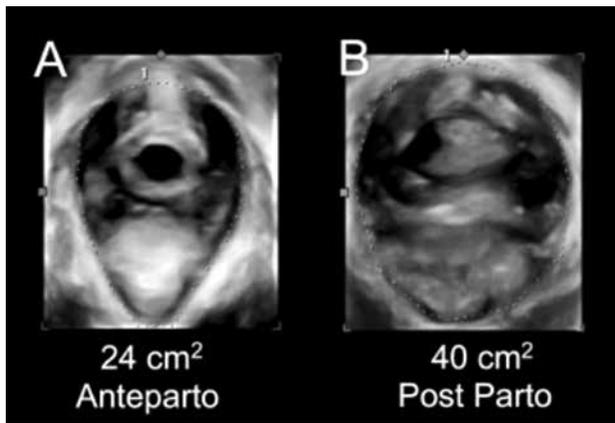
Ultrasonido de piso pélvico del hiato urogenital en el plano axial. "A" muestra el estado ante parto y "B" muestra a la misma paciente post Parto. Se puede apreciar la diferencia experimentada post parto que supera en más de un 20% el área en cm².
